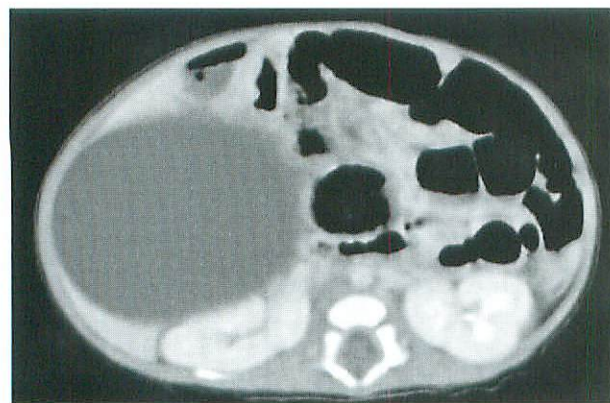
Abdominal CT scan on the fifth day shows bulky cyst in right abdomen. No septal wall or calcified lesion are identified in the cyst.
